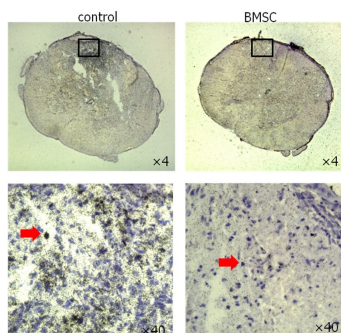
H<sup>3</sup>-PK11195 の autoradiography
